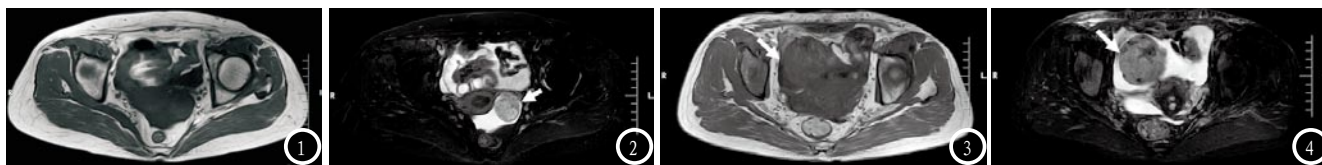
为左侧卵巢卵泡膜细胞瘤(良性)MRI图像。图1 为T<sub>1</sub>WI, 图2 为T<sub>2</sub>WI, 左侧附件区可见团块状软组织异常信号影, 大小约6.3×4.8×4.3cm, 边界清晰, 周围见液体信号影包绕。图3-4 为右侧卵巢浆液性乳头状腺癌MRI图像。图3 为T<sub>1</sub>WI, 图4为T<sub>2</sub>WI, 右侧附件区可见一大小6.7×6.6×5.9cm团块状混杂信号影, 呈T<sub>1</sub>, 稍长T<sub>2</sub>信号影, 边界尚清, 周围见液体信号影包绕。
